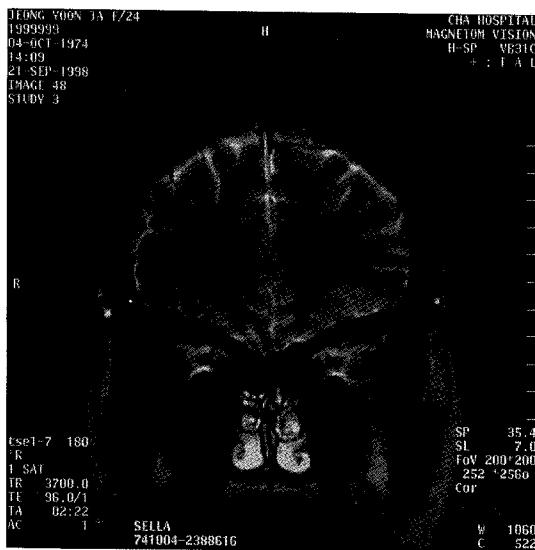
MRI showing aplasia of left olfactory bulb and track, hypoplasia of both olfactory sulcus.
